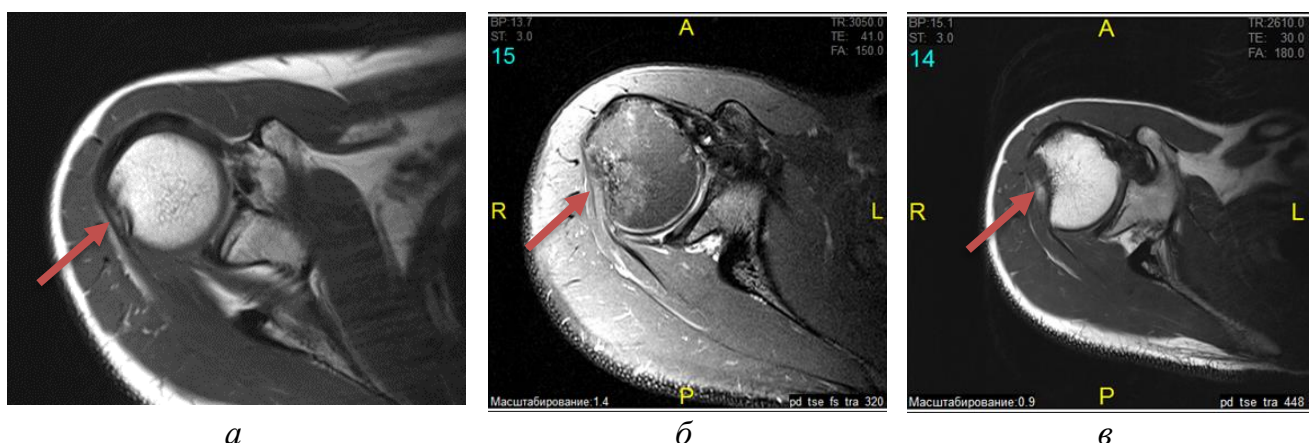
МРТ плечевого сустава при привычном вывихе плеча:
